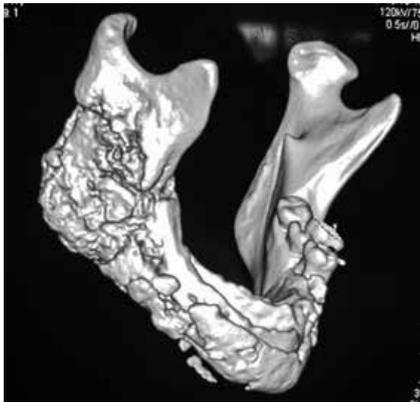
Трехмерная реконструкция МСКТ: рентгенологическая картина мелких пластиночных секвестров костной ткани челюсти.
